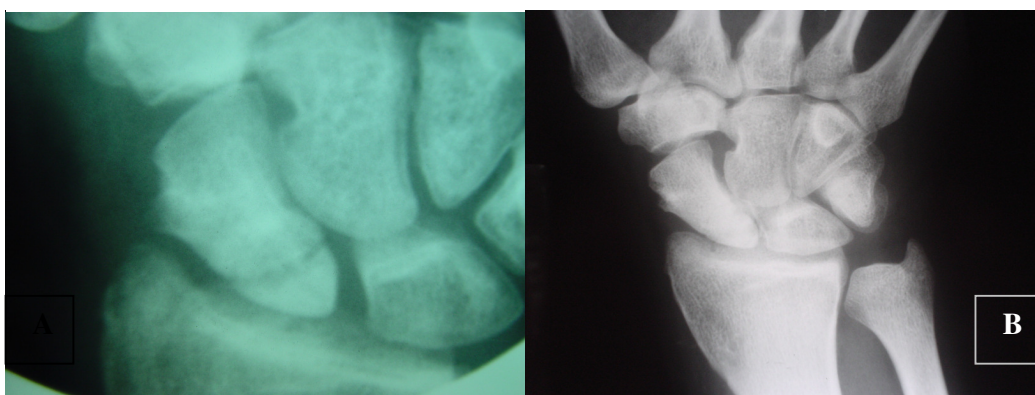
A) RADIOGRAFIA DO PUNHO NA 12ª SEMANA PÓS-CIRURGIA SEM OS FIOS B) RADIOGRAFIA APÓS 2 ANOS
